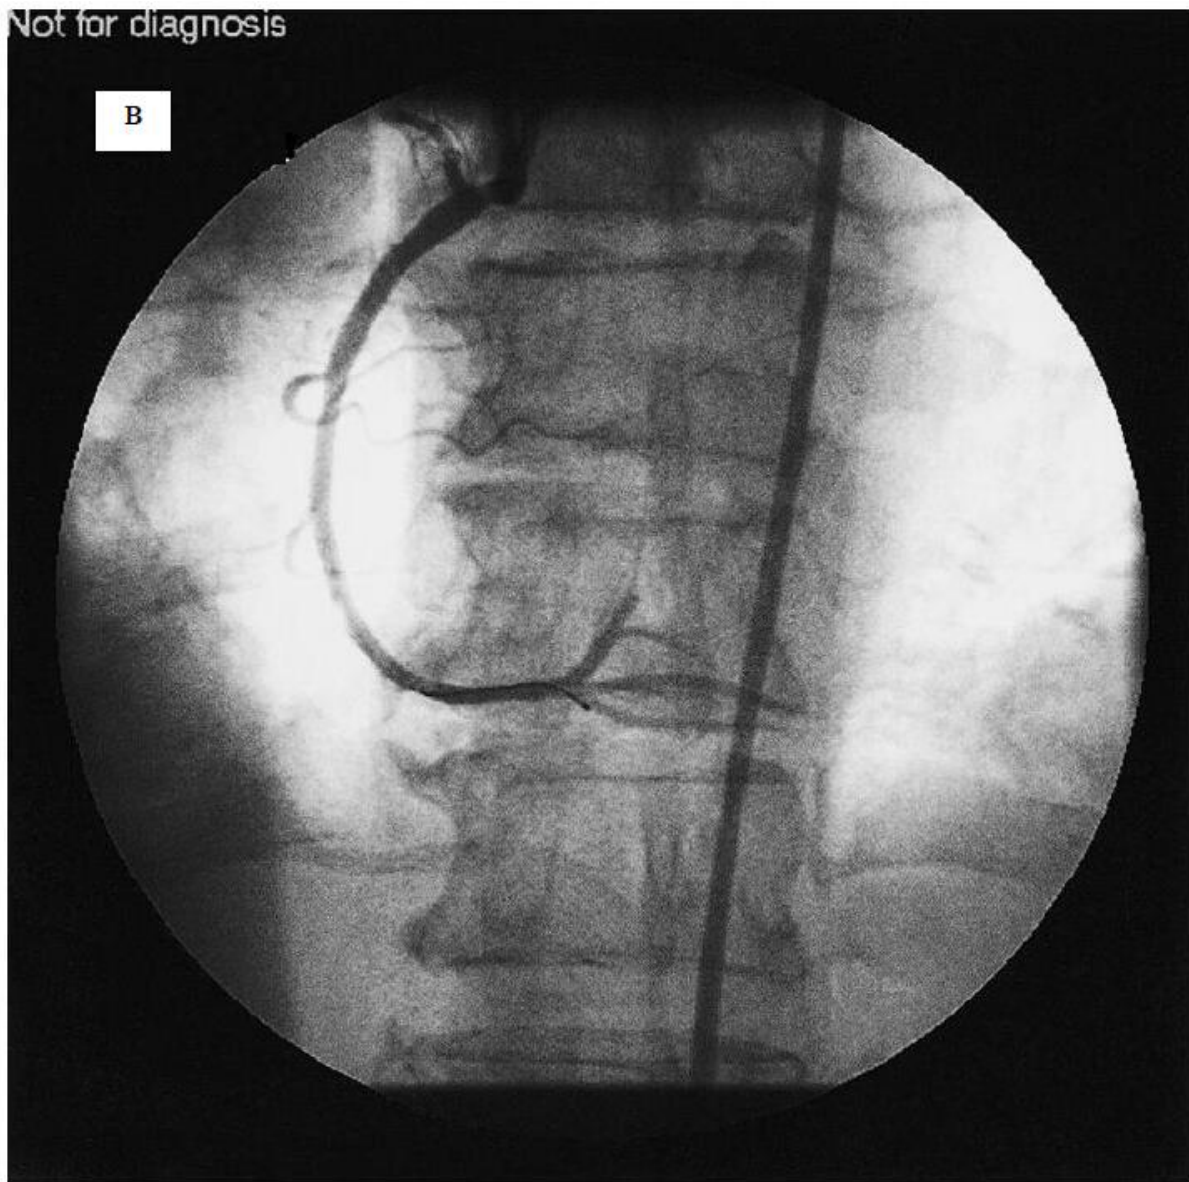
接受血管成形术的同一人。成功将狭窄处扩张。导丝位于后降支内。左室支阻滞。六个月后无症状，成功进行了运动心电图、超声心动图（测定左室射血分数）和药物负荷铊心肌灌注显像（MPI）检查，适合多人制机组运行。也可进行负荷超声心动图。
